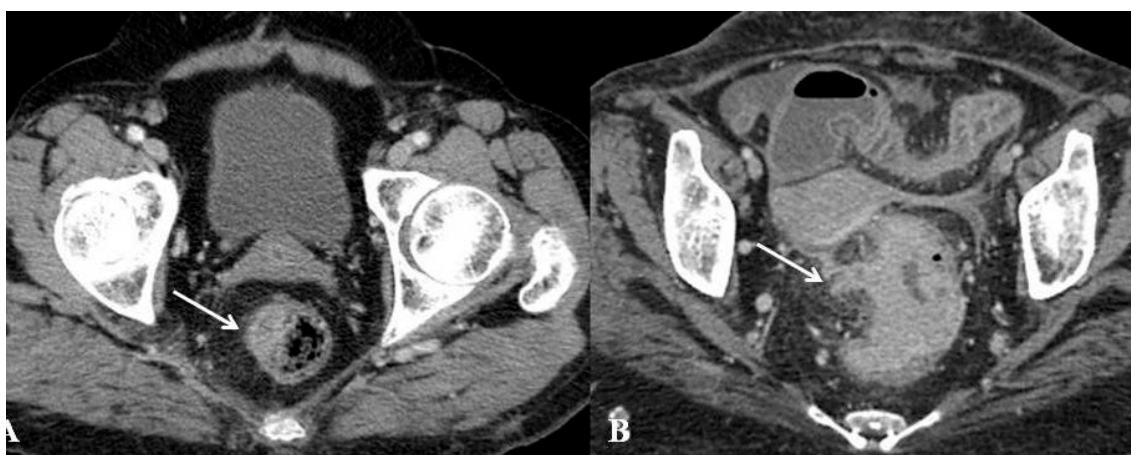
TC no plano axial mostra espessamento parietal assimétrico do reto (seta), sem sinais de lesão extramural mensurável, caracterizando estadiamento T1/T2 (A). TC no plano axial mostra importante espessamento parietal irregular do reto com sinais de extensão neoplásica extramural (seta), caracterizando estadiamento T3 (B). Fonte: arquivo da autora.
